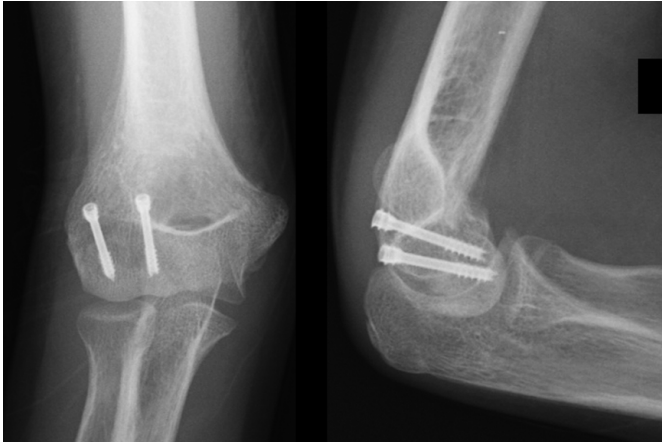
Radiografias aos 3 meses pós-operatórios.
